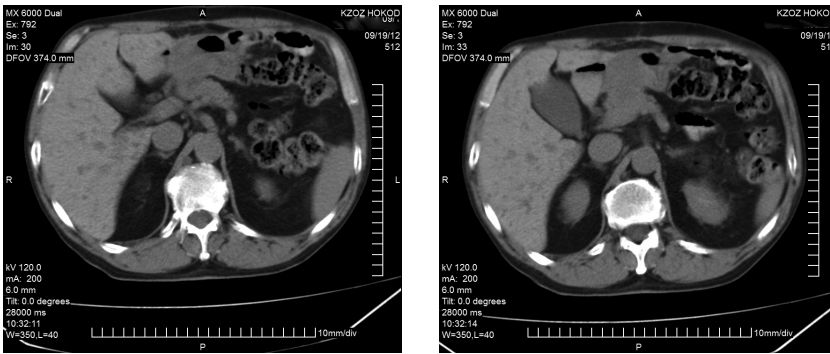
Компьютерная томография. Рак выходного отдела желудка T₄N₃M₃ с распространением на поджелудочную железу
